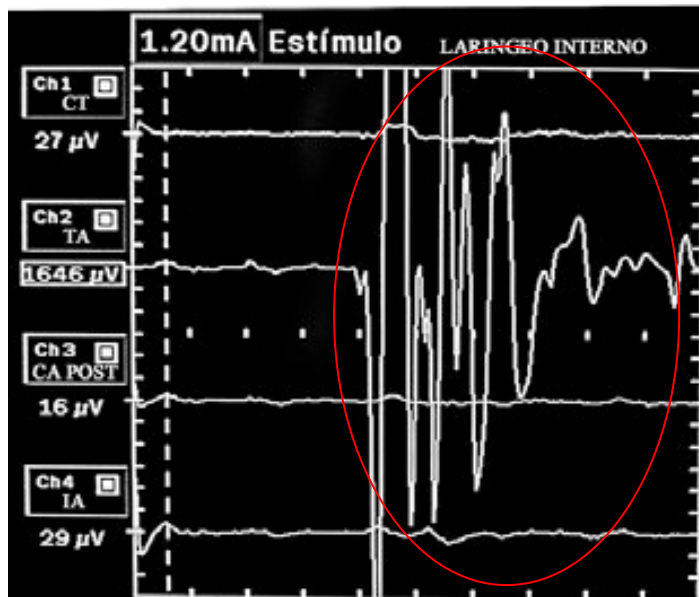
Estimulación de la rama interna del nervio laríngeo superior con la intensidad de 1.2 mA. Abreviaturas: CT músculo cricotiroides; CA músculo cricoaritenoides posterior; TA músculo tiroaritenoides; IA músculo interaritenoides
